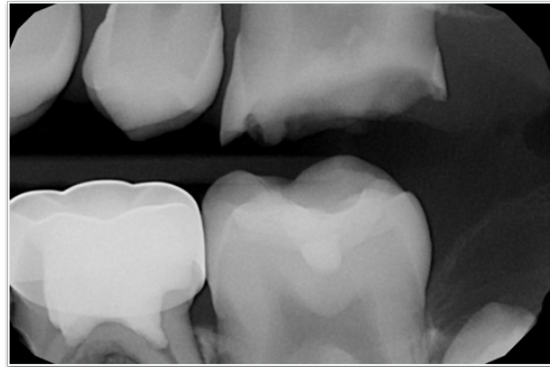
Radiografía aleta de mordida lado izquierdo. Estado bucal Noviembre de 2016.
